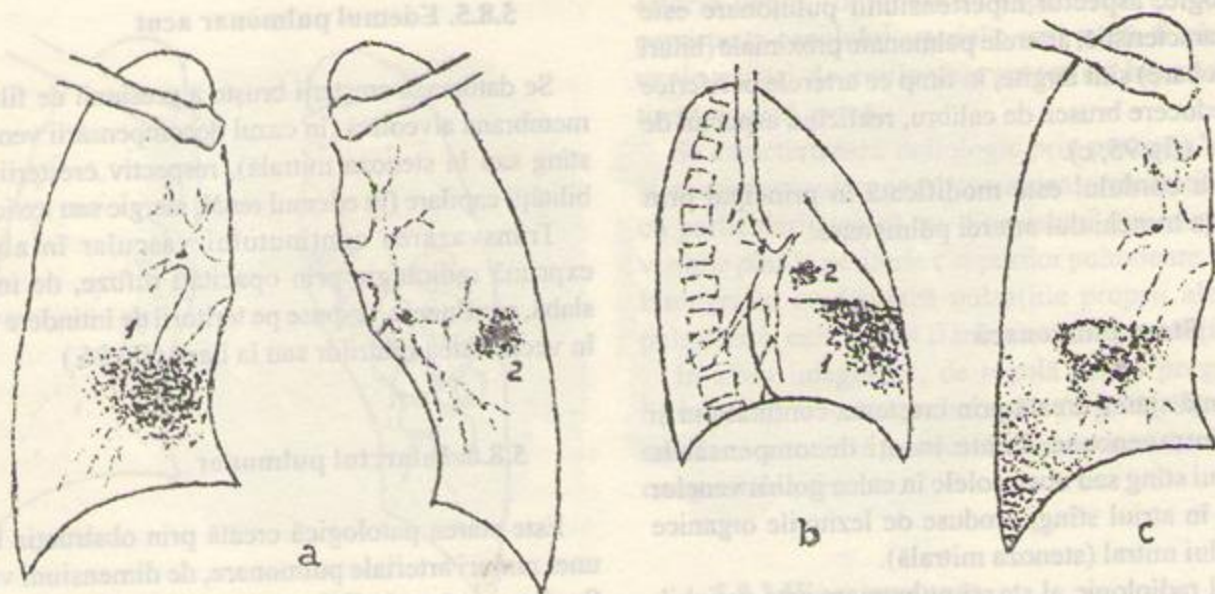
Infarct pulmonar de dimensiuni cvasi-segmentare (1) și de dimensiuni mici (2), pe radiografia de față (a) și de profil (b); evoluție spre abcedare și complicare cu un revărsat lichidian pleural (c).
